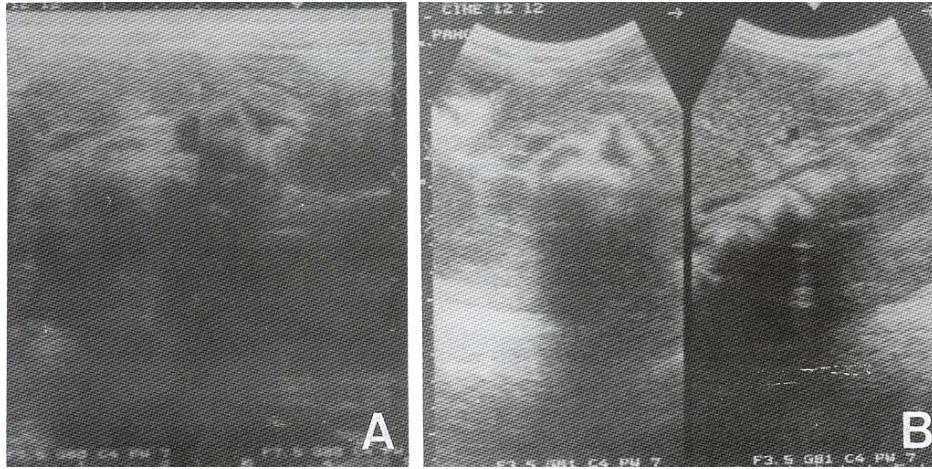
Abdominal sonograms reveal diffuse enlarged pancreas (A) and improved state of the enlarged pancreas (B).
